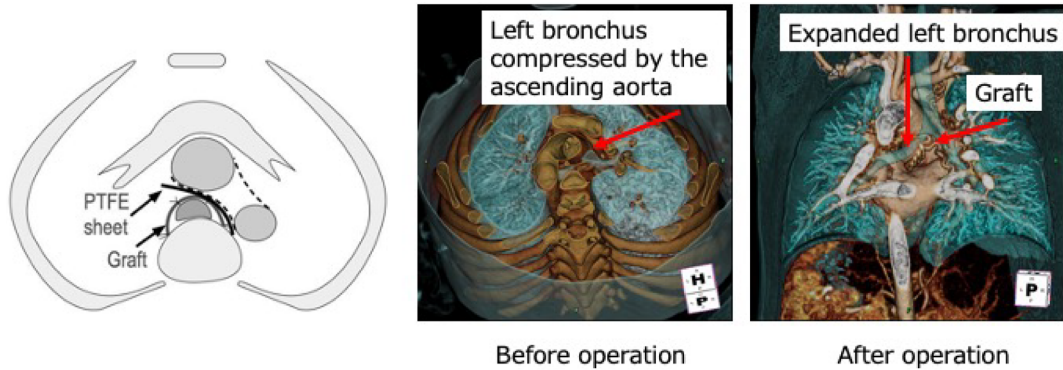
Scheme (left) of the modified external stenting technique for transposition of the great arteries after arterial switch operation. The compressed left bronchus is suspended to the graft fixed to the spine. CT scans of the patient undergoing the same technique (middle and right). The left bronchus was widely expanded.
